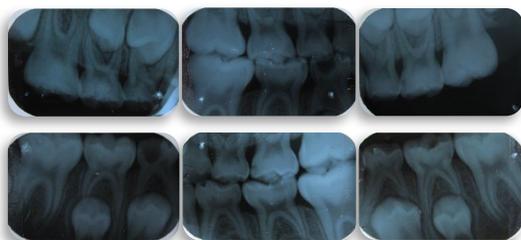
Radiografías dentoalveolares iniciales. Fuente propia.
